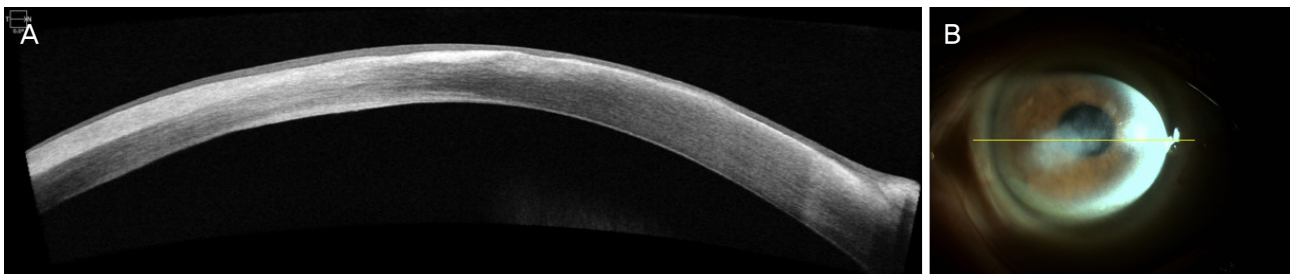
Anterior segment optical coherence tomography (A) and anterior photograph (B) of the right eye at 9 months after corneal collagen cross-linking. There was focal corneal stromal thickness thinning and corresponding increase in corneal epithelial thickness at the central and temporal region of cornea on anterior segment optical coherence tomography.
